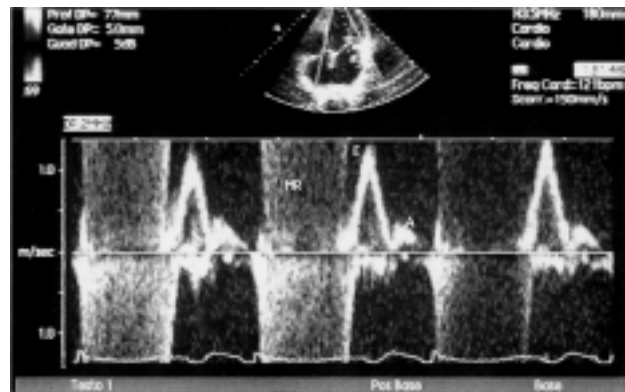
Ecocardiogramma Doppler pulsato (a livello dell'afflusso mitralico): è visibile un pattern mitralico di tipo restrittivo e un flusso turbolento olosistolico. A = picco di velocità telediastolica; E = picco di velocità protodiastolica; MR = insufficienza mitralica.
